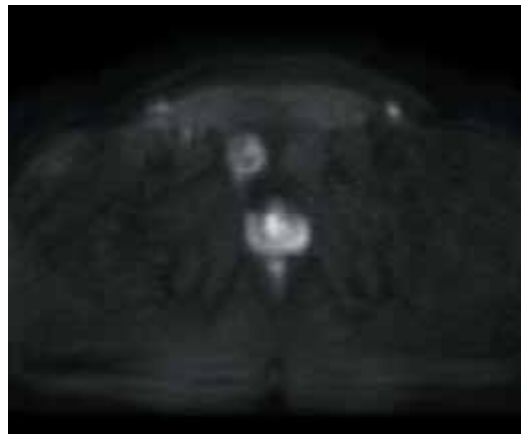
Магнитно-резонансная томография (27.08.2010): метастаз в лонную кость справа, диффузия
